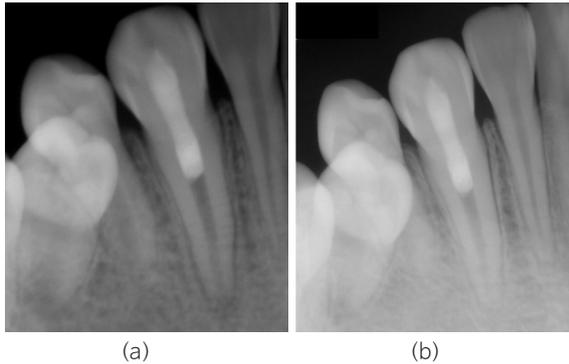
3개월(a)과 6개월(b) 경과관찰 치근단 방사선 사진.
